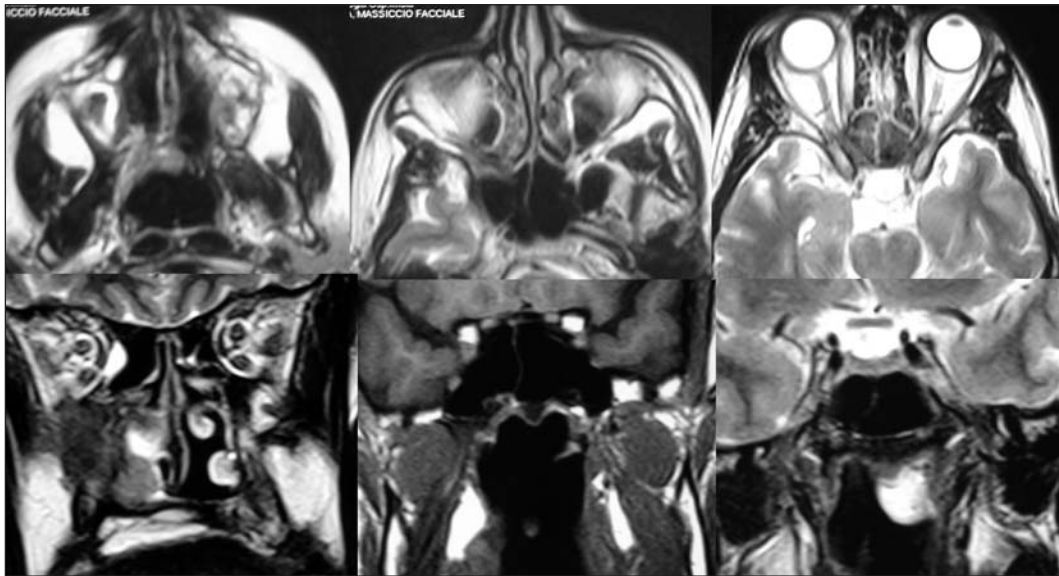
Resonancia magnética axial y coronal preoperatoria.
